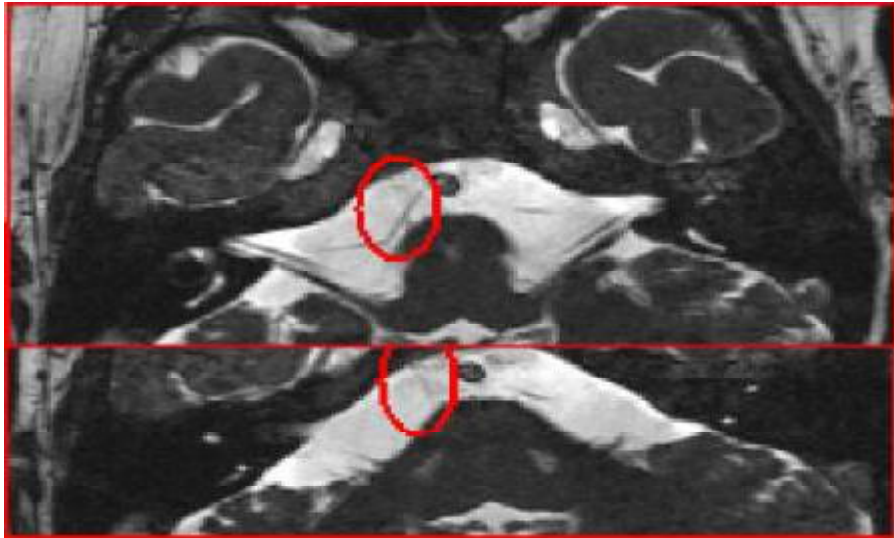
Agénésie du nerf abducens gauche en IRM séquence 3D T2 CISS (est entouré en rouge le nerf abducens droit) (72)
